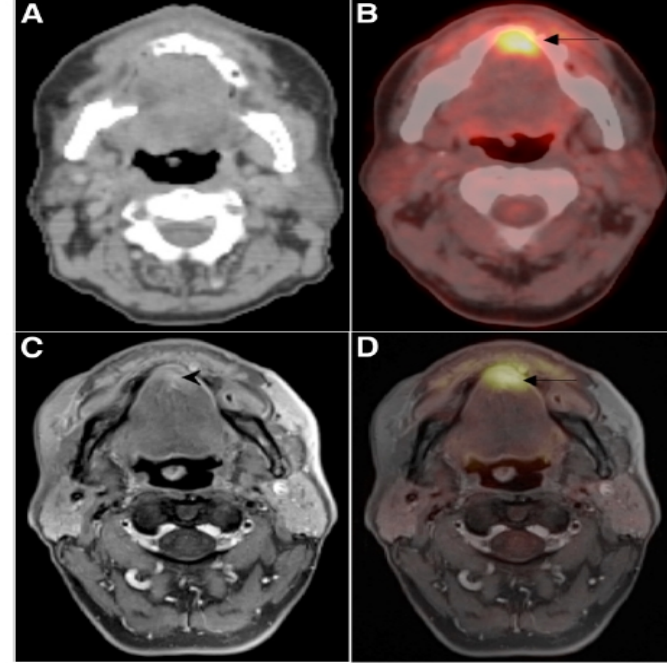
A 66-y-old patient with SCC of tongue. Axial whole-body ^{18}F -FDG PET/CT (B) shows ^{18}F -FDG-avid lesion of tongue (arrow) without identifiable anatomic correlate on dedicated axial contrast-enhanced neck CT (A). Axial fat-suppressed T1-weighted MRI (C) shows contrast-enhancing mass of base of tongue (arrowhead). PET/MRI (D) shows that this tumor corresponds to ^{18}F -FDG-avid lesion known from PET/CT.
